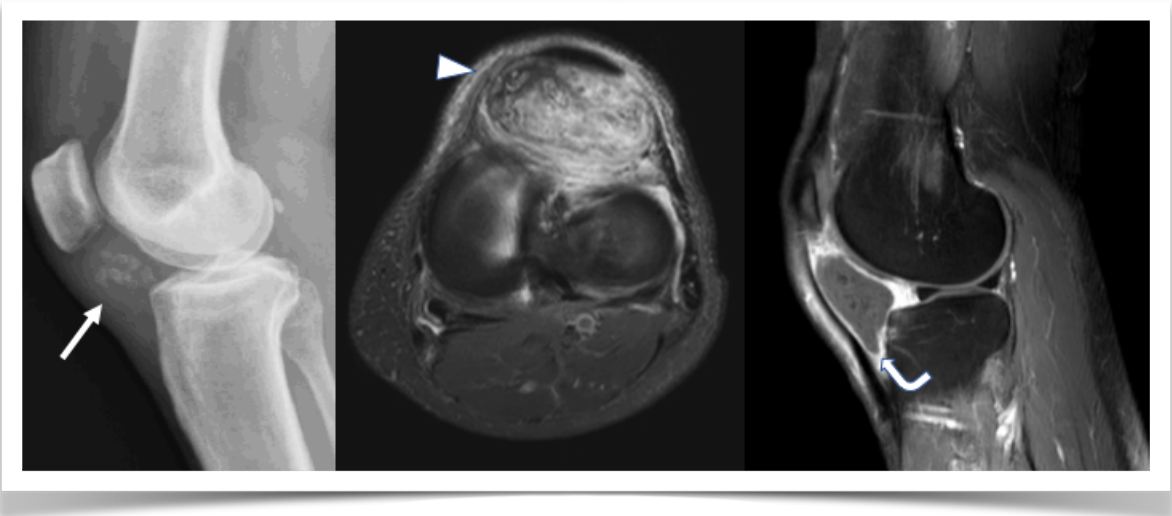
Rx simple muestra masa con calcificaciones en grasa de Hoffa (flecha recta). RM en plano axial y sagital muestra masa heterogénea con calcificaciones (cabeza de flecha). Con gadolinio: baja señal y presencia de calcificaciones puntiformes (flecha curva).
